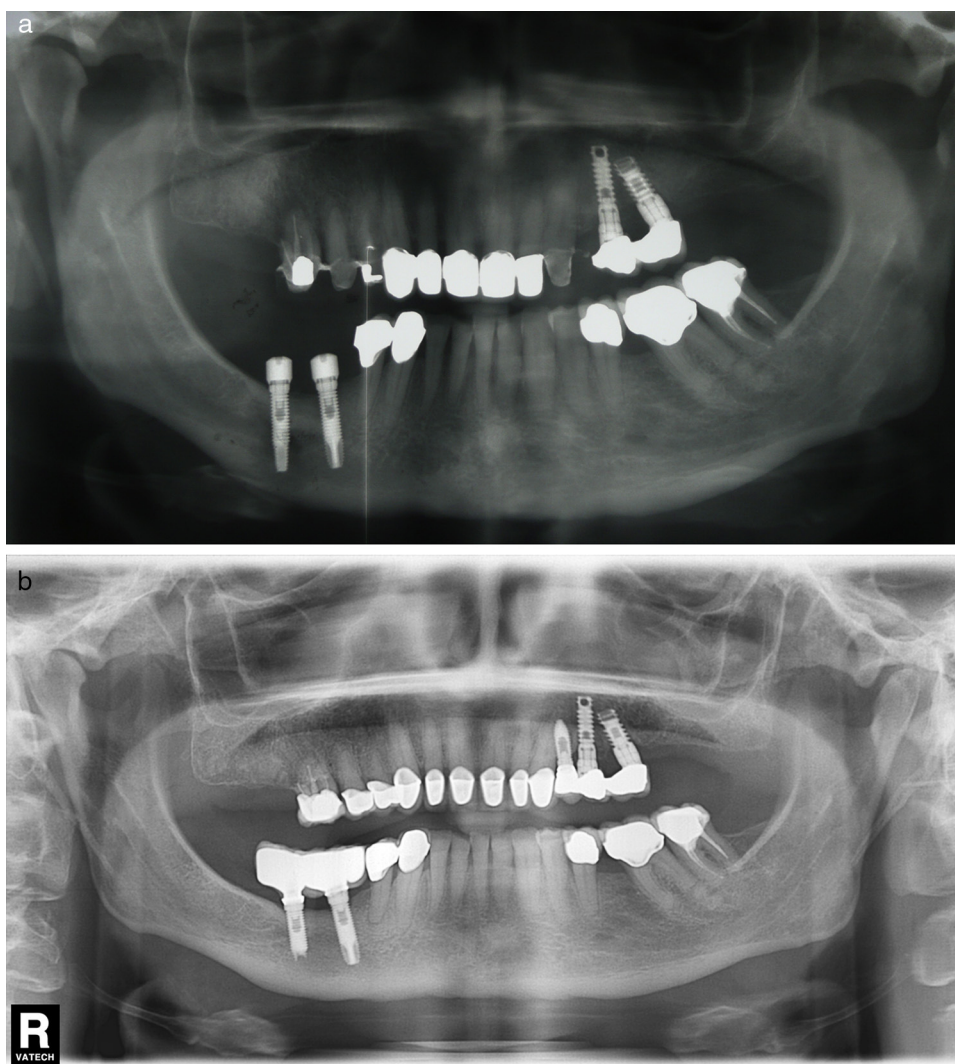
a) Caso número 4: presencia de zona radiolúcida alrededor del ápice implantario del implante mandibular más posterior. En este caso la inserción implantaria se realizó a la vez que la lateralización del nervio alveolar inferior derecho. b) Control radiológico después de cirugía periapical sin relleno óseo. La resección del ápice fue necesaria para acceder correctamente a toda la zona de osteítis.
